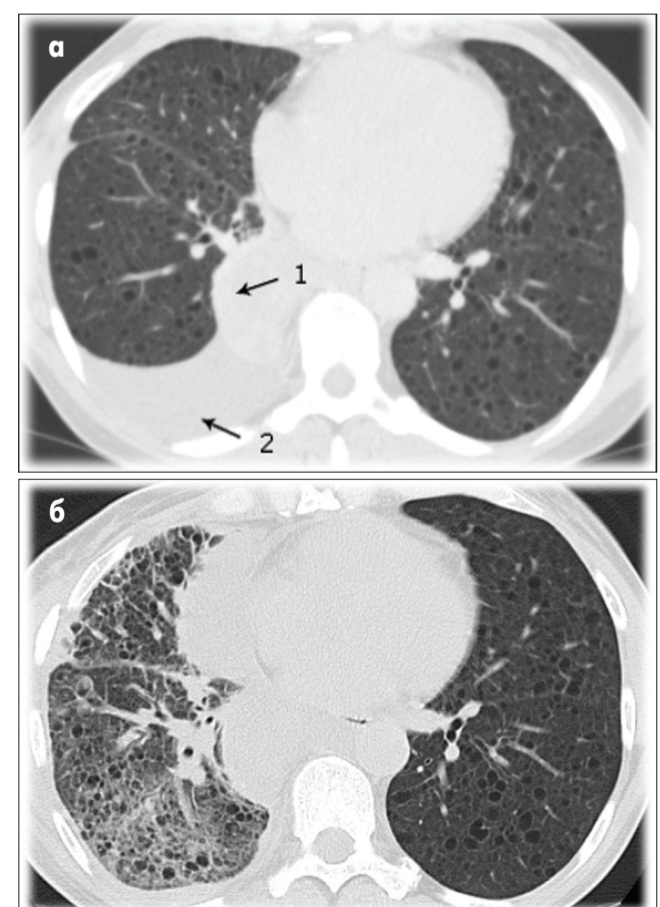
Компьютерная томограмма органов грудной полости больной К. при поступлении в клинику (а) и через 1,5 мес после оперативного лечения (б). 1 – расширенный грудной проток; 2 – плевральный выпот.
